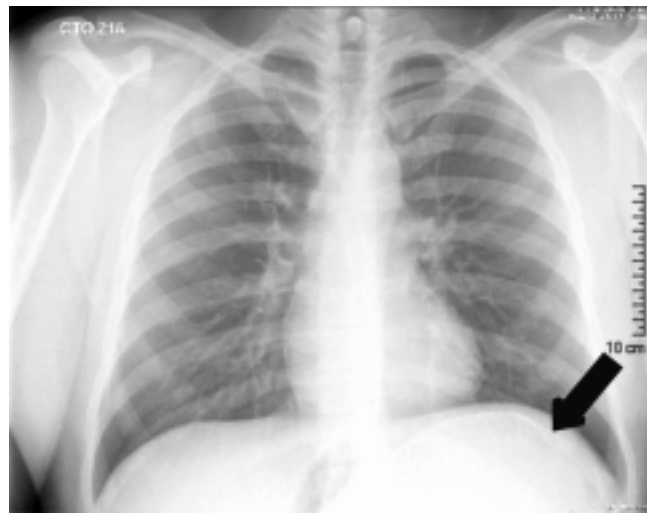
Radiografía posteroanterior del tórax en la que se observa elevación del hemidiafragma izquierdo con presencia de imágenes subdiafragmáticas lineales de densidad calcífica con aspecto de “cascaón de huevo”.
